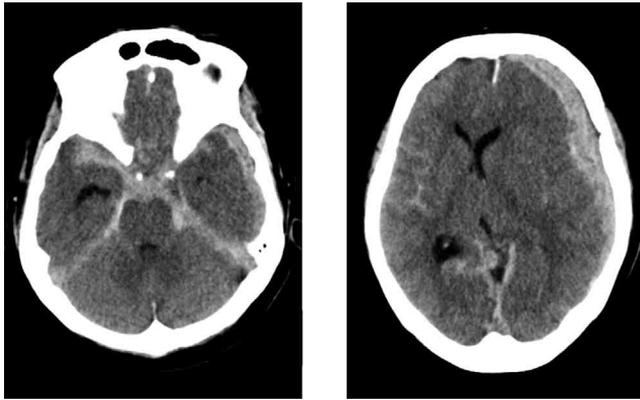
来院時頭部CTを示す。脳底槽のくも膜下出血と、正中線偏移を伴う、左急性硬膜下血腫を認める
